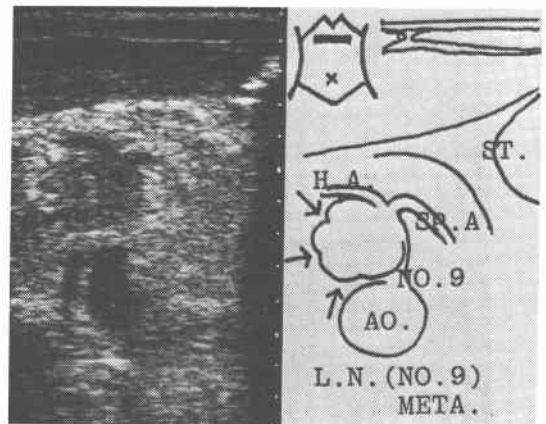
type 2の転移リンパ節超音波像(横断面)(症例(3))
